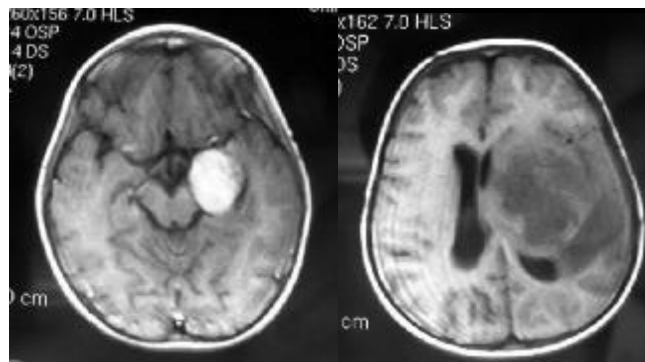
МРТ больной Б. 4-х лет при поступлении и перед оперативным лечением
